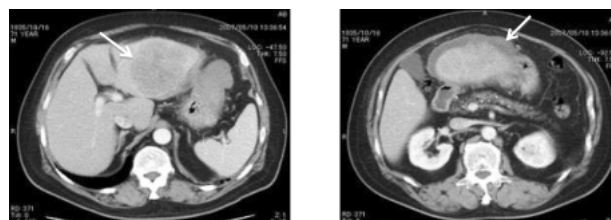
肝細胞癌破裂 71歳女性 造影CT:肝左葉外側区に11×7 cmほどの腫瘍性病変がある。辺縁はやや不整ながら境界は比較的明瞭で、内部はモザイク状の構造を呈している。肝細胞癌が強く疑われる。肝臓の周囲には比較的新鮮な出血が認められる。全身状態が比較的良く切除もそれほど困難ではないと考え、肝切除術を施行した。術後の経過は良好であった。
